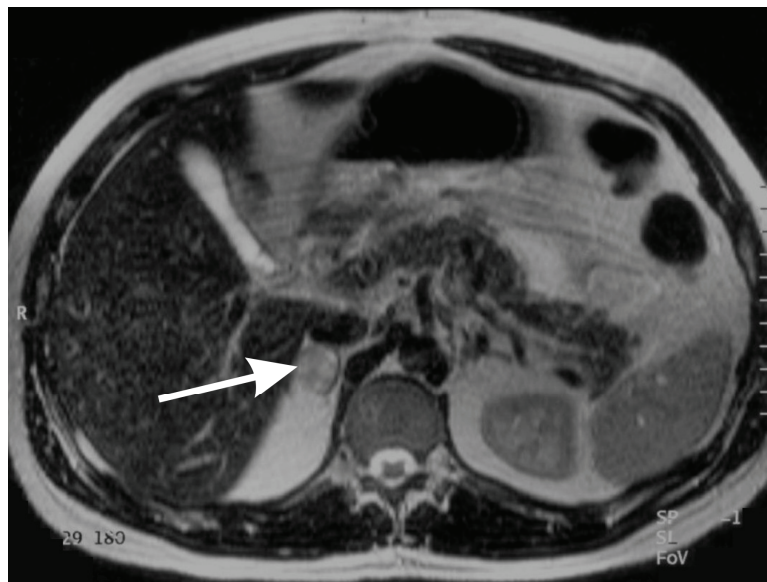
MRT Befund. Der Pfeil zeigt auf das rechte Phäochromozytom.
